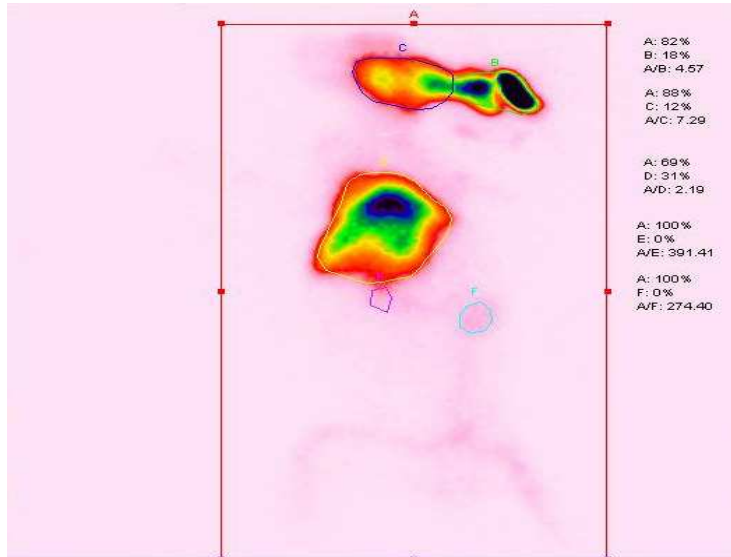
Tc-99m-N-nitro-L-arginin' in Yeni Zelanda Beyaz tavşandaki sintigrafisi.
